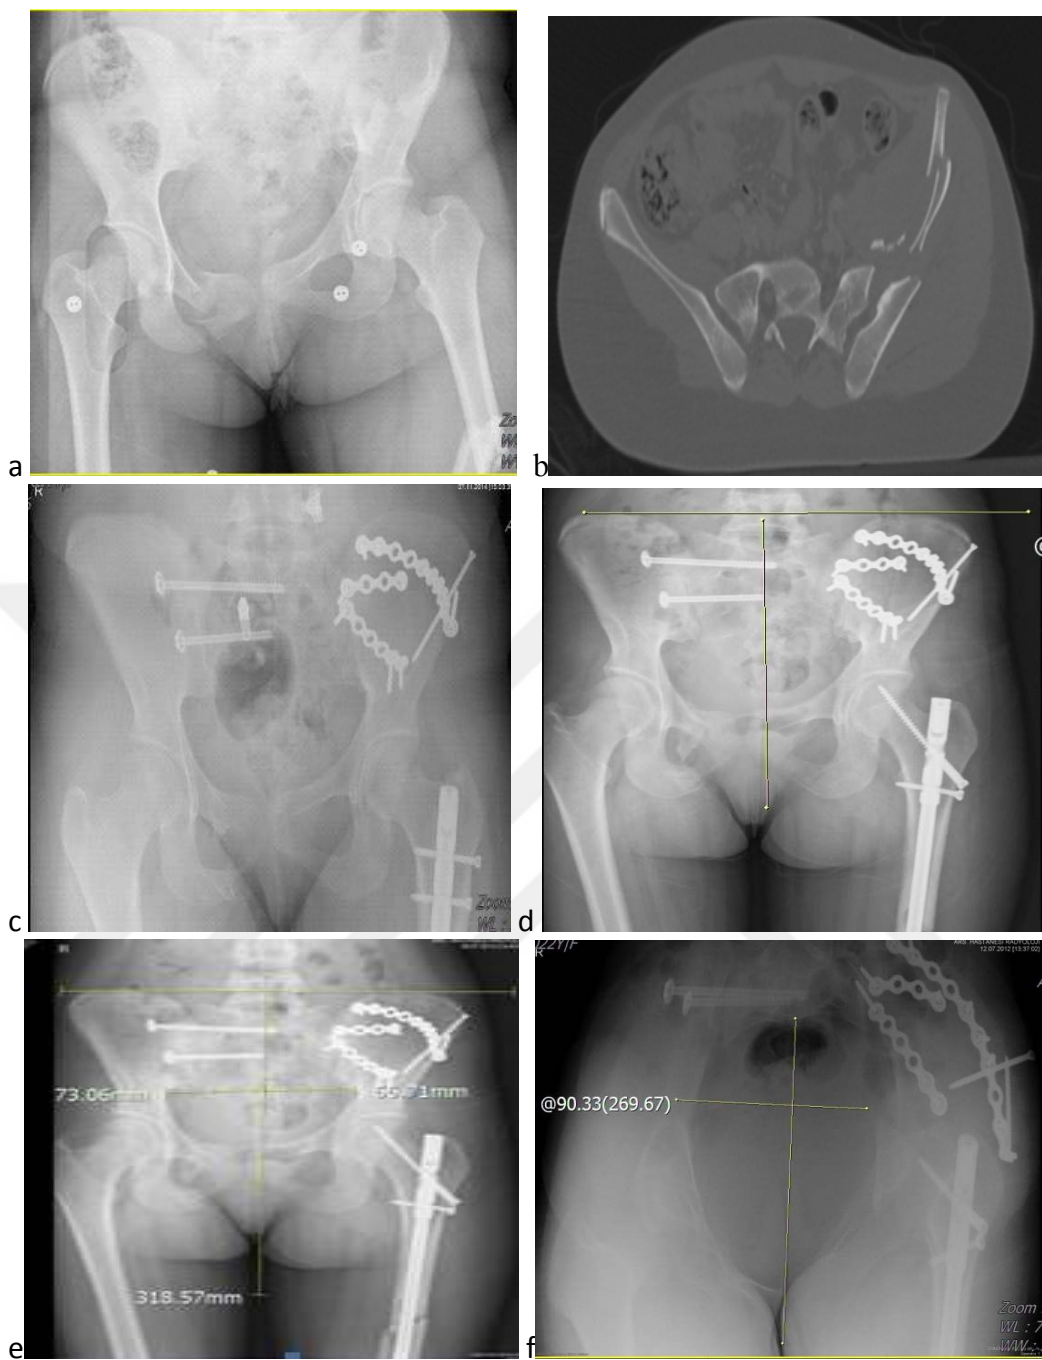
a. Preoperatif pelvis a-p görünümü, b. Preoperatif pelvis bt aksiyel planda sakroiliak deplasman görünümü, c. Postoperatif pelvis a-p’de S1 ve S2 vertebra kanüllü vida görünümü, d. Postoperatif pelvis a-p grafide vertikal deplasman ölçümü, f. Postoperatif inlet grafide erken dönem ön-arka deplasman ölçümü, g. Postoperatif inlet grafide geç dönem ön-arka deplasman ölçümü.
